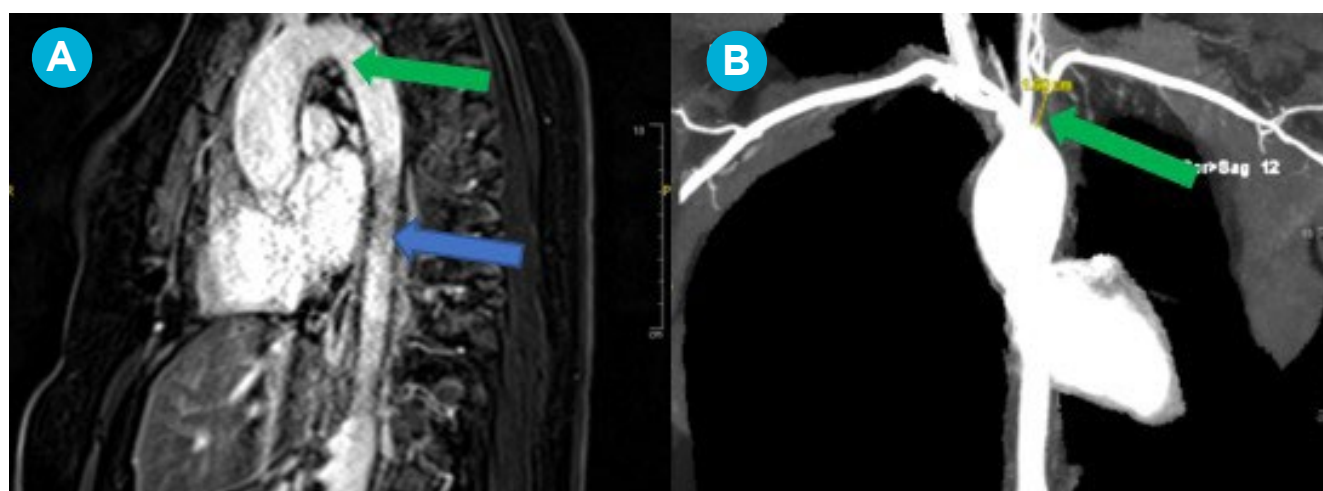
Angiografía por resonancia donde se muestra: (A) Estenosis en cayado aórtico (flecha verde) y en aorta descendente (flecha azul). (B) Estenosis importante de arteria subclavia (flecha verde).
